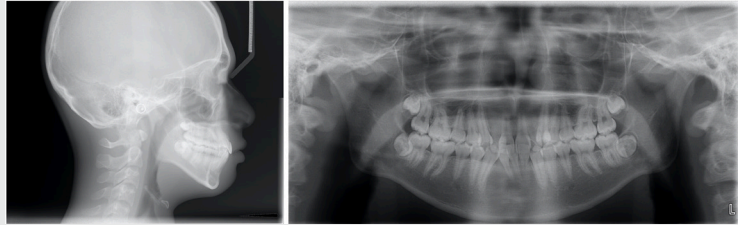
Pretreatment lateral cephalometric radiograph and panoramic radiograph (Case 2)
